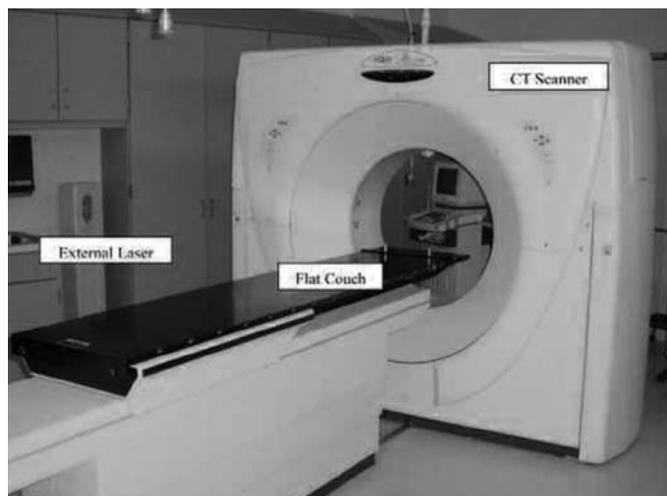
Широкоапертурный компьютерный томограф с плоской декой стола и лазерными центраторами для подготовки пациентов к облучению.
